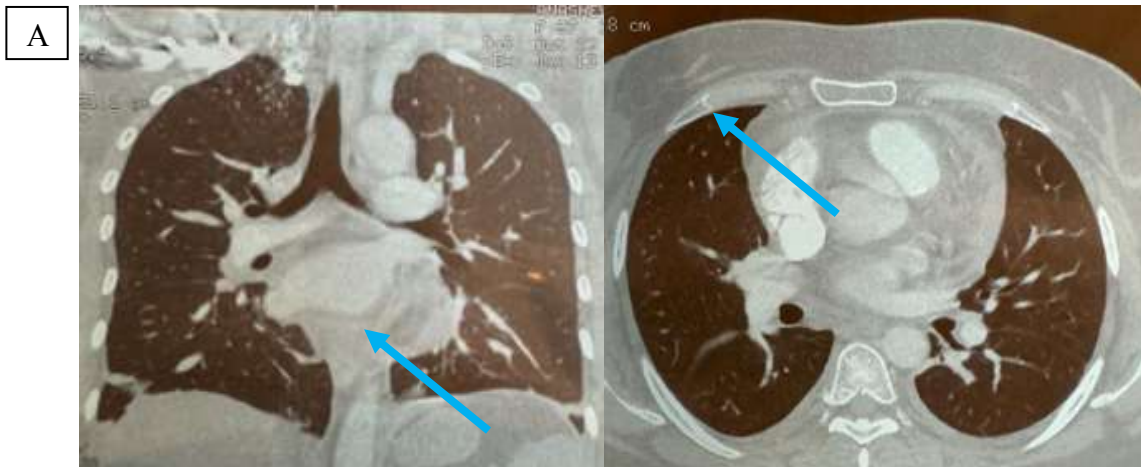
Компьютерная томография органов грудной клетки пациентки А., 38 лет. Стрелками указан выпот в перикарде. А – фронтальный срез; Б – аксиальный срез.
